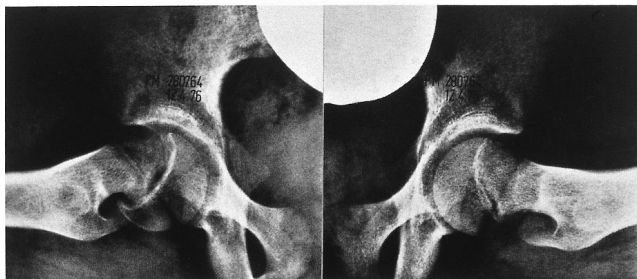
Röntgenaufnahme a.p. und axial bei ECF.
